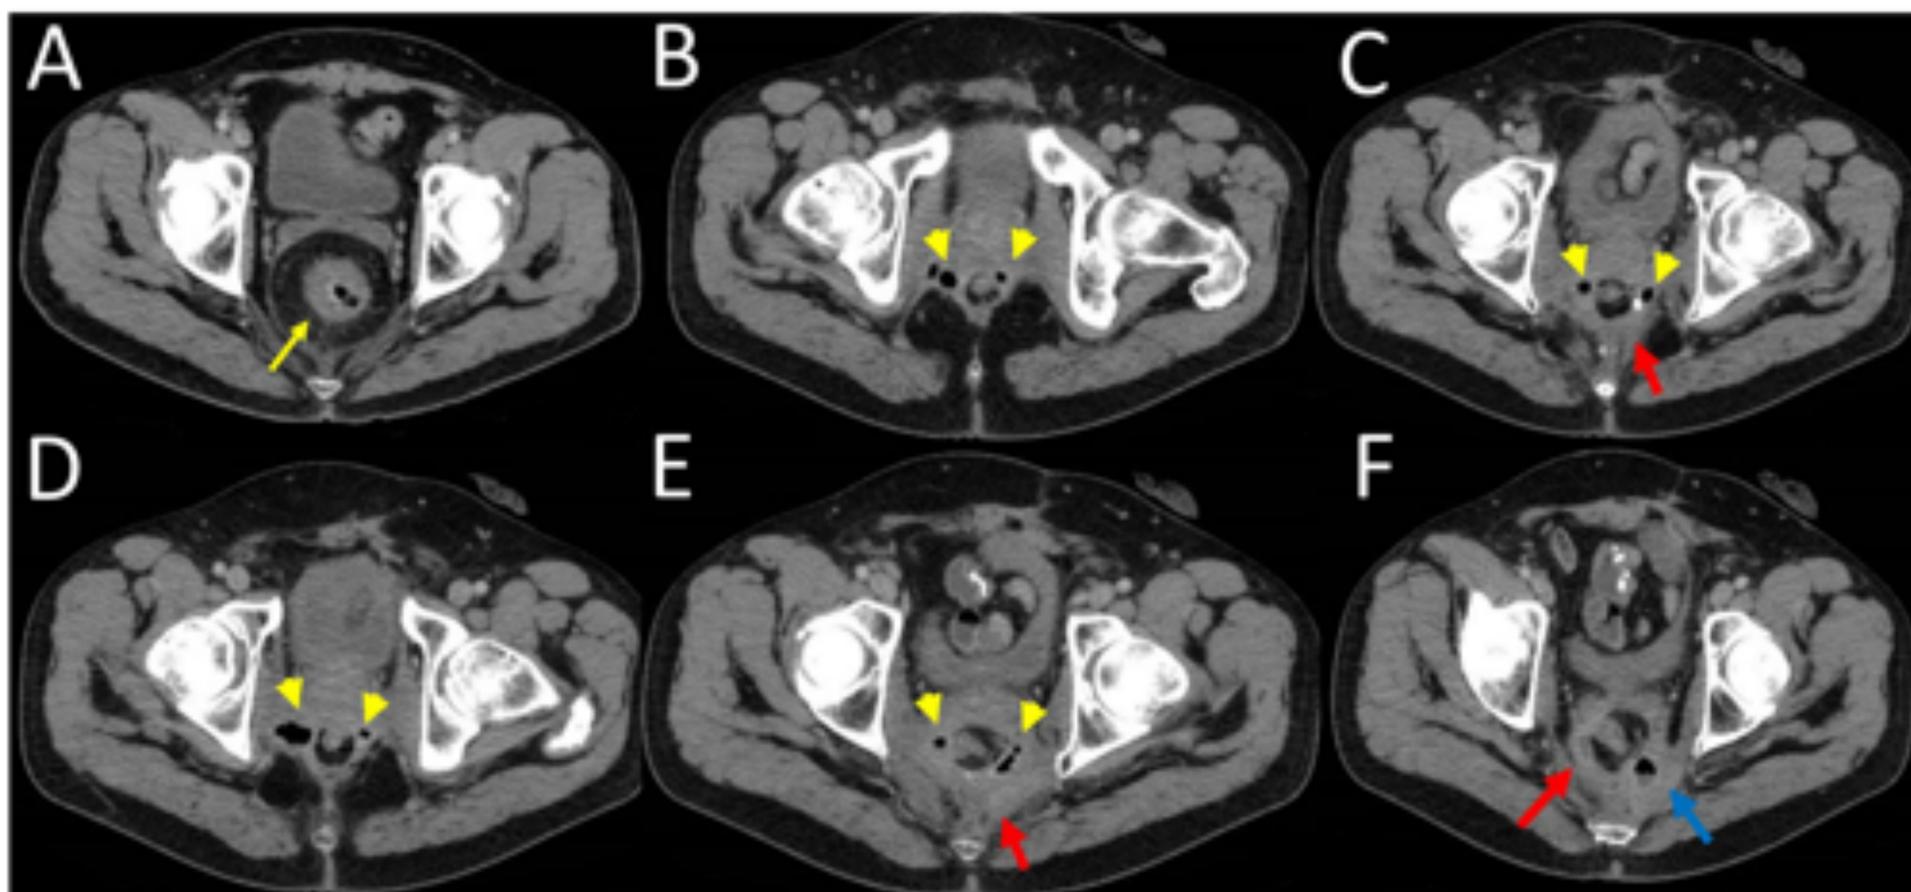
Paciente de 70 años con cáncer rectal tratado con un RAB.* A) La TC axial muestra un engrosamiento asimétrico de la pared del recto debido a la presencia de una tumoración (flecha). B, C, D, E y F) Varios meses después de la cirugía, el paciente se presentó en el hospital con fiebre. Las imágenes de TC axial consecutivas muestran *tractos fistulosos* de aire (puntas de flecha amarillas) que surgen de la anastomosis colorrectal, ascienden paralelas al colon y se comunican con el TPBP (flecha roja). Finalmente, al final del tracto fistuloso izquierdo hay una colección de líquido de aire (flecha azul) compatible con un *absceso*.
